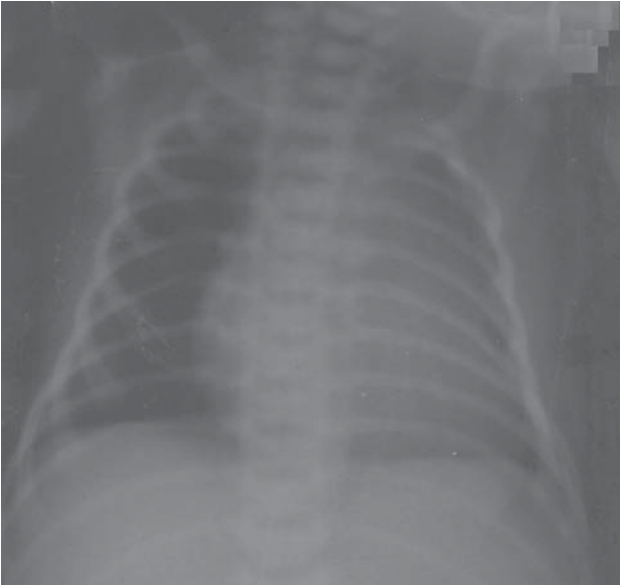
Рентгенограмма больной Н. (третьей – четвертый час от момента рождения).
